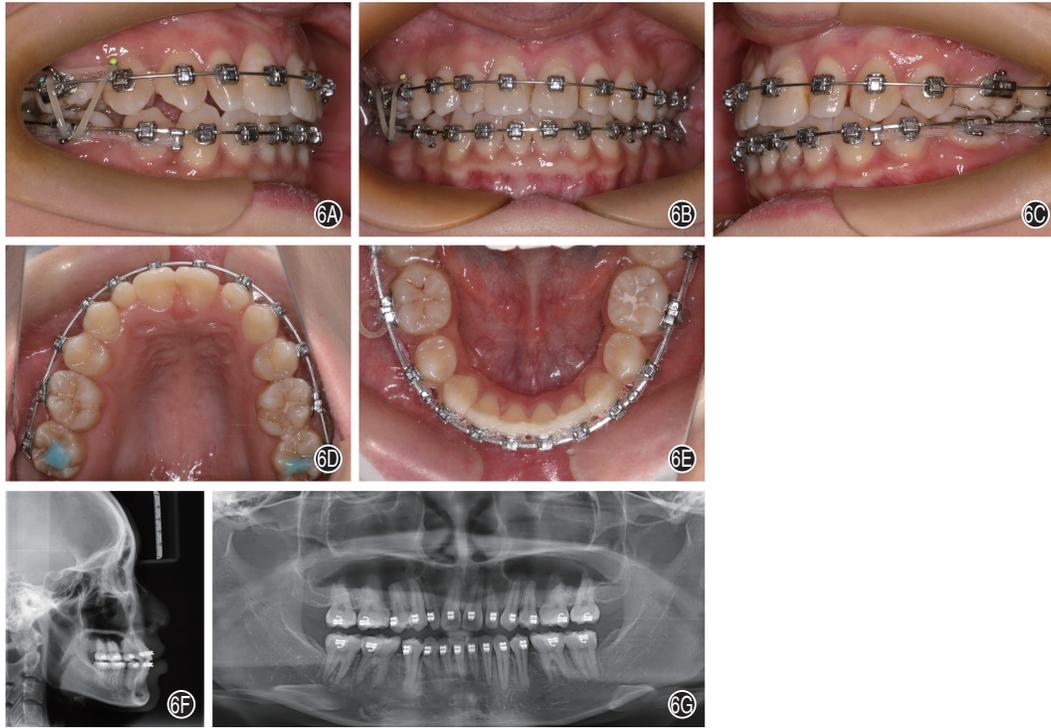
治疗中咬合、口内相及X线影像 A:右侧咬合相;B:正面咬合相;C:左侧咬合相;D:上颌口内相;E:下颌口内相;F:头颅侧位片;G:口腔全景曲面体层片。
